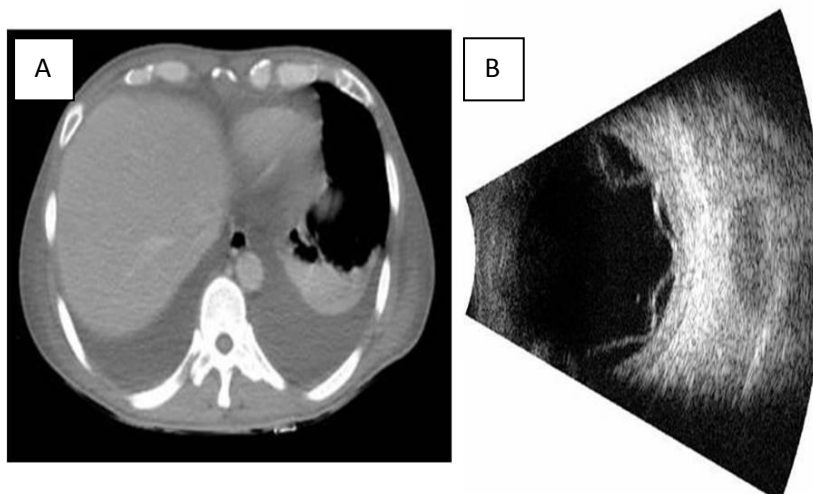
Tomografía computarizada tóraco-abdominal. 2B. Ecografía de la retina.
